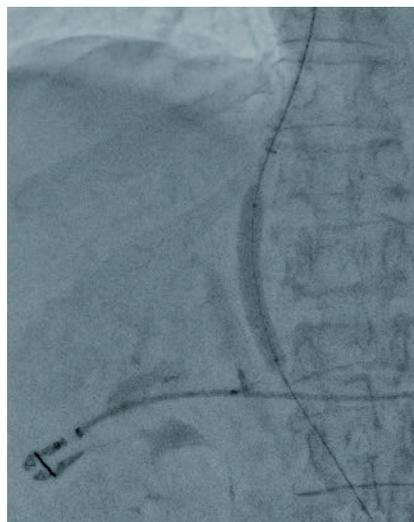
TIPS-Anlage bei einer 68-jährigen Patientin mit therapierefraktärem Aszites. (A) Darstellung des nach sonographisch-gesteuerter Punktion über die rechte V. jugularis interna eingebrachten Katheters mit Verifikation der Lage im portalvenösen System mittels Venographie. (B) Platzierung des Führungsdrahtes in der V. mesenterica inferior mit erneuter Lagekontrolle und Messung des Lebervenendruckgradienten (HPVG) mit einem Wert von ca. 24 mmHg. Ausgeprägte Ösophagusvarizen nach dorsal. (C) Vordehnung durch einen Angioplastie-Ballon (D). Darstellung des eingebrachten Stents. Die erneute Messung des HPVG ergibt einen Wert von ca. 10 mmHg.
